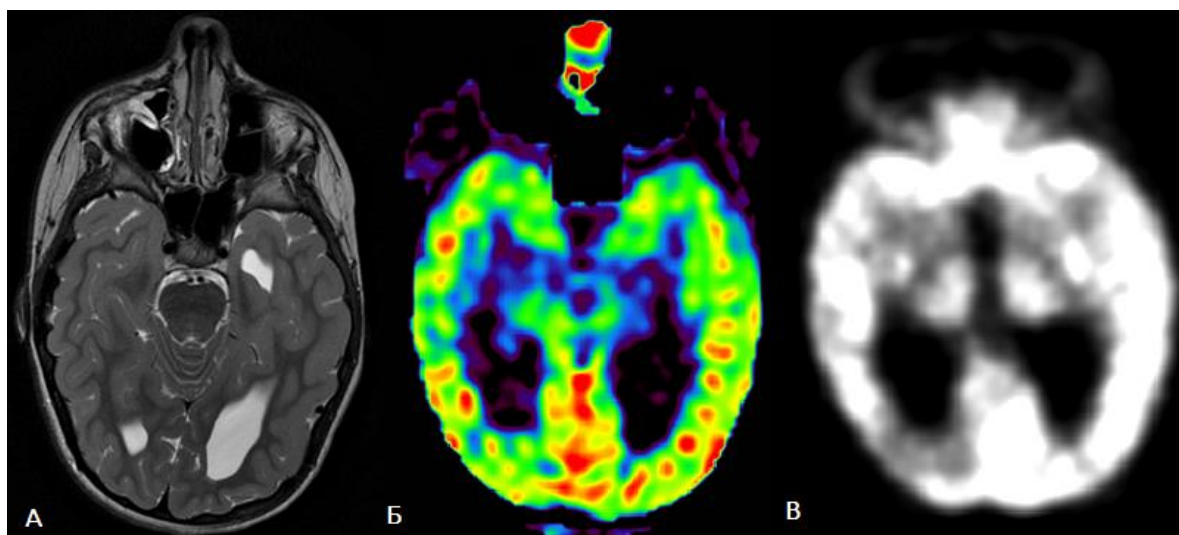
А: Т2-ВИ в аксиальной плоскости - ФКД I типа правой височно-теменно-затылочной области выявляется, по редукции белого вещества; Б - ASL-перфузия - снижение кровотока в пораженном регионе; В - ПЭТ ФДГ – гипометаболизм в височно-теменно-затылочной области справа
